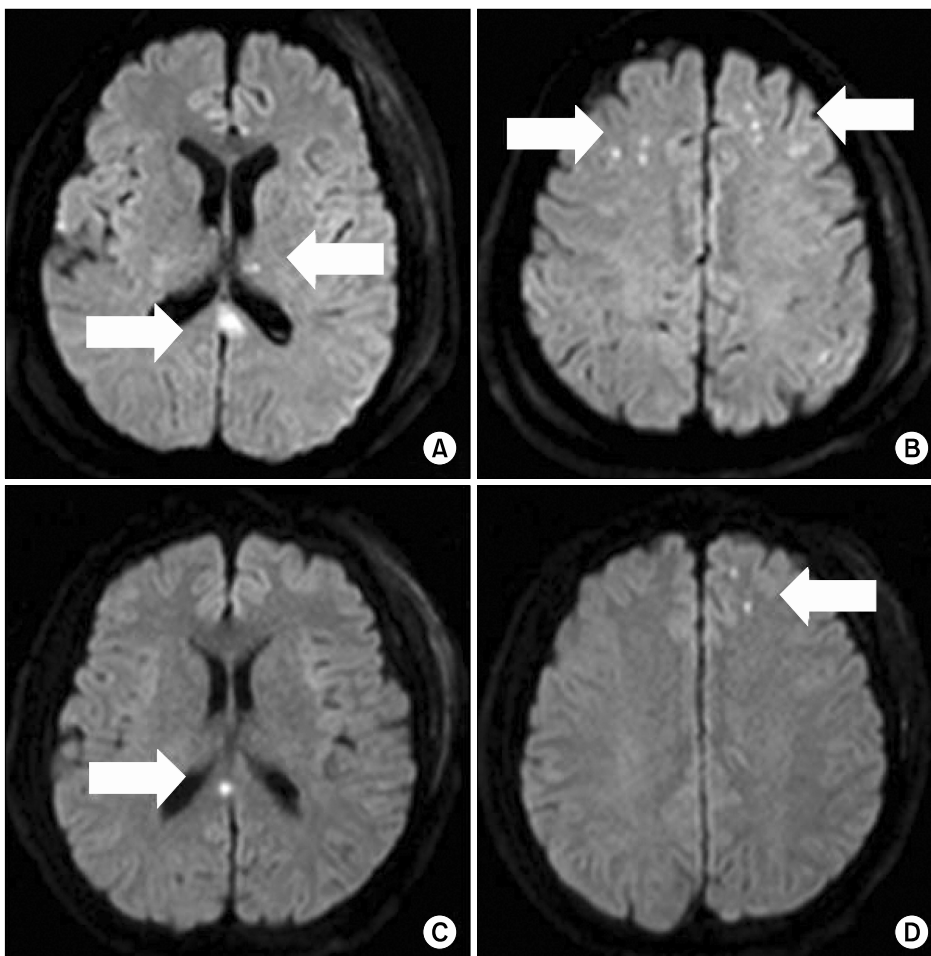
Brain MRI on admission. The diffusion weighted image showed high signal intensity lesion in left thalamus, both frontal lobe, splenium of corpus callosum (Patient 1: A, B), splenium of corpus callosum, left frontal white matter (Patient 2: C, D).
